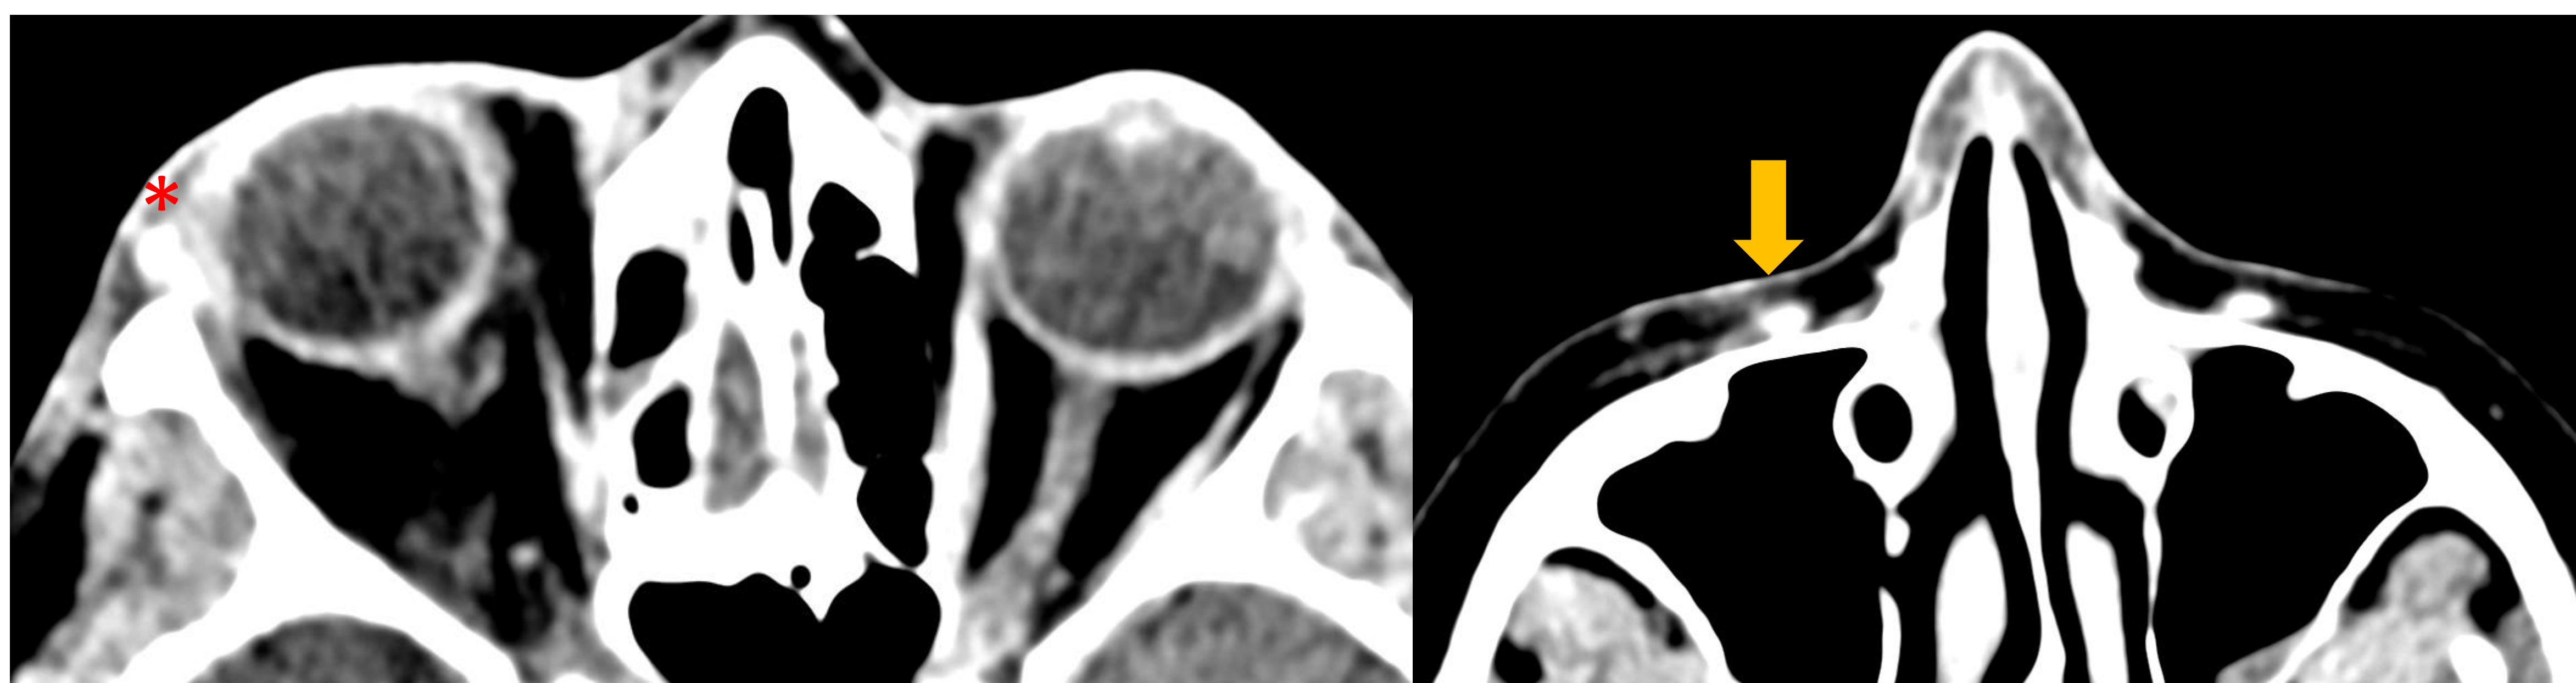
TC axial de órbita con contraste. Celulitis preseptal derecha(*), sin evidencia de colecciones. Engrosamiento y captación de la vena oftálmica (flecha), posible tromboflebitis.
